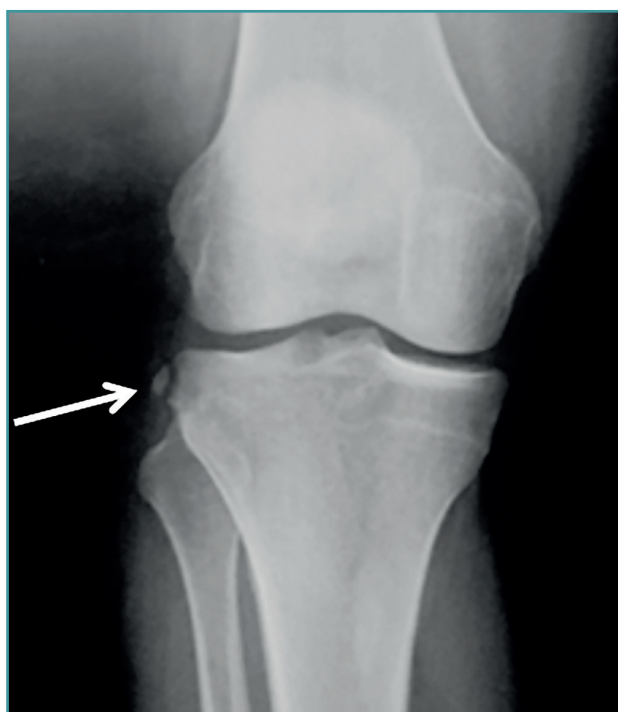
Radiografía anteroposterior de una rodilla derecha, donde puede apreciarse una fractura de Segond (flecha blanca).
